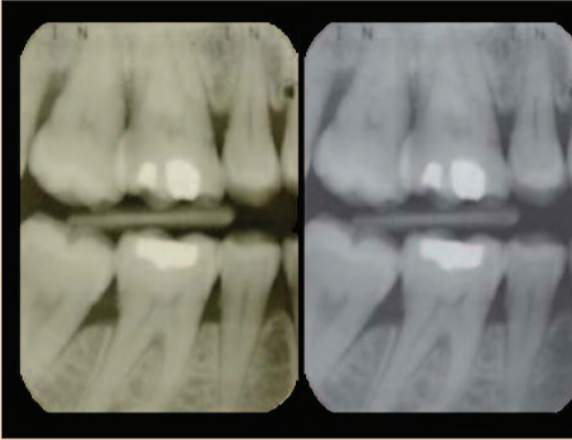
а – фотография рентгенограммы на негатоскопе; б – тот же снимок, превращенный с помощью программы GIMP в черно-белое изображение.
